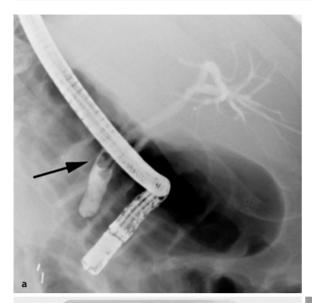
a-c. 68-jähriger Patient mit klinisch vermuteter Choledocholithiasis bei bekannter Cholezystolithiasis und sonographisch gesicherter extrahepatischer Cholestase. a In der ERCP Nachweis von 2 Gangkonkrementen im distalen Ductus choledochus (*Pfeil*). b Gefasste Konkremente im Dormia-Körbchen (*Pfeil*) und transpapilläre Entfernung. c Regelrechte Weite des extrahepatischen Gallenwegssystems ohne weiteren Konkrementnachweis und mit gutem KM-Abfluss in das Duodenum (*Pfeil*)
